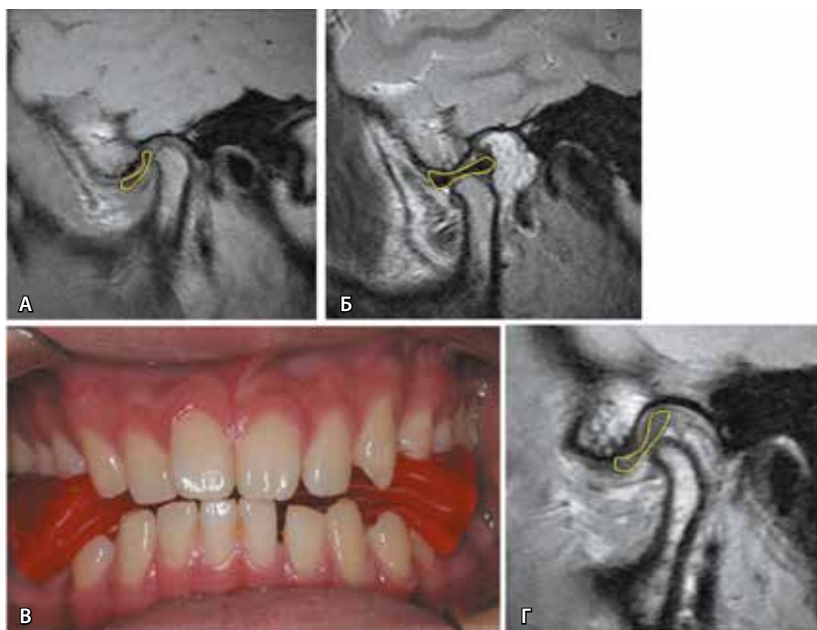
Клиническое обследование и магнитно-резонансная томография (МРТ) при переднем вывихе диска височно-нижнечелюстного сустава с репозицией. На МРТ можно видеть: при закрывании рта выявляется передний вывих диска (А), при открывании рта диск возвращается в нормальное положение (Б). Чтобы при открывании рта не возникал суставной шум, пациент выдвигает нижнюю челюсть вперед до смыкания зубных рядов «край в край»; это положение зафиксировано воском (В). МРТ, выполненная с продвижением нижней челюсти вперед, подтверждает, что при этом диск возвращается в нормальное положение (Г)
